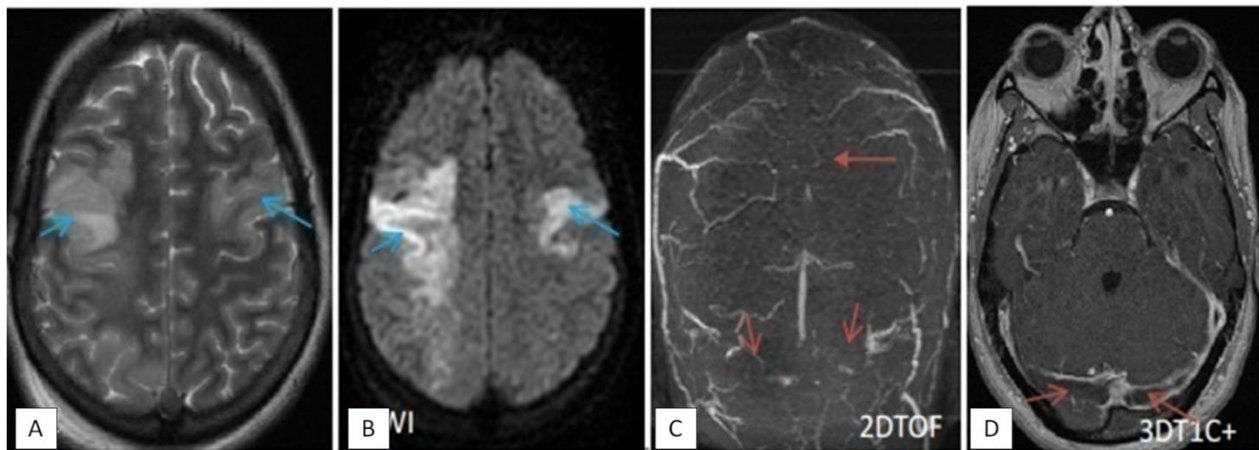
L'IRM cérébrale objective la présence de plaques d'infarctus veineux fronto-pariétales bilatérales (flèches bleues) en hypersignal T2 (coupe axiale : A) et restrictives en diffusion (coupe axiale : B). Avec un défaut de rehaussement du sinus sagittal supérieur et des sinus latéraux (flèches rouges) en 2DTOF (C), et après injection de gadolinium (coupe axiale : D).
